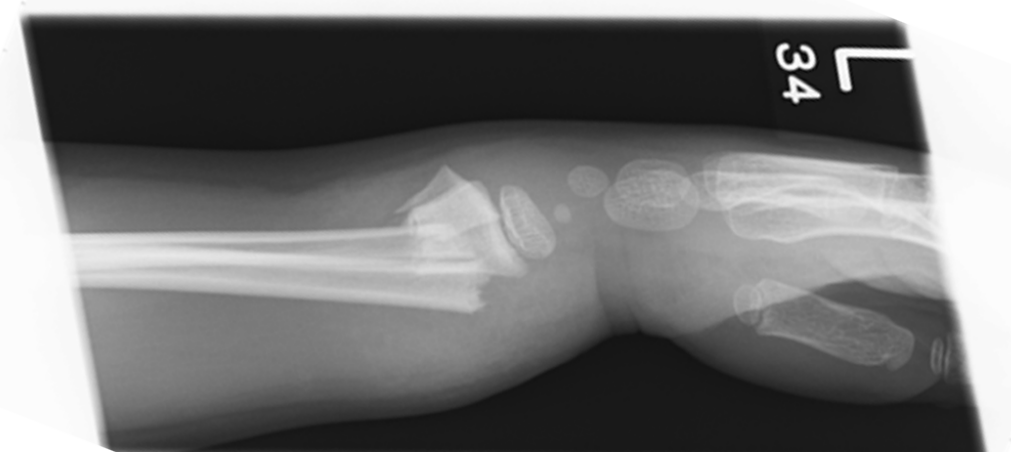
Lateral radiograph of forearm and the left wrist showing a displaced Salter Harris 2 fracture.
